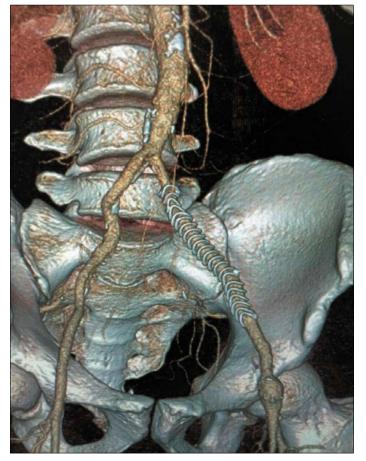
Мультиспиральная компьютерная томографияангиография-2 – результат реконструкции.
